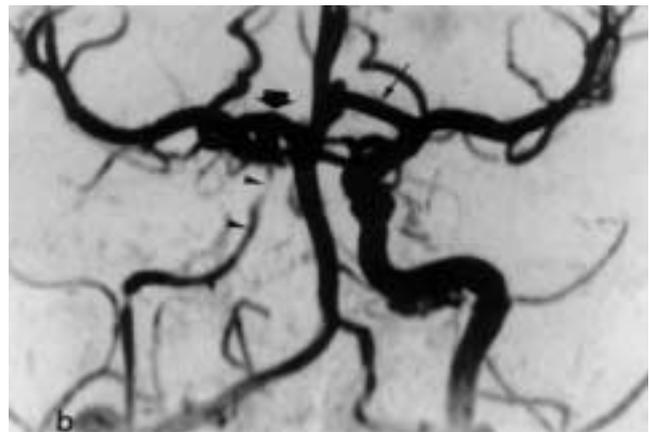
Angio-RM cerebral. a) Proyección axial mostrando hipoplasia-aplasia de carótida interna derecha (flecha pequeña). La arteria cerebral anterior aparece displásica (puntas de flecha) y se rellena desde el sistema vertebrobasilar a través de una muy ensanchada comunicante posterior (flecha grande). b) En la proyección coronal se evidencian, tanto la hipoplasia de la arteria carótida interna (puntas de flecha), como la repleción de la arteria cerebral media derecha a través del sistema vertebrobasilar (flecha gruesa), y la gran hiperplasia de las arterias carótida interna izquierda y cerebral anterior izquierda (flecha fina), la cual rellena a ambas arterias cerebrales anteriores.
